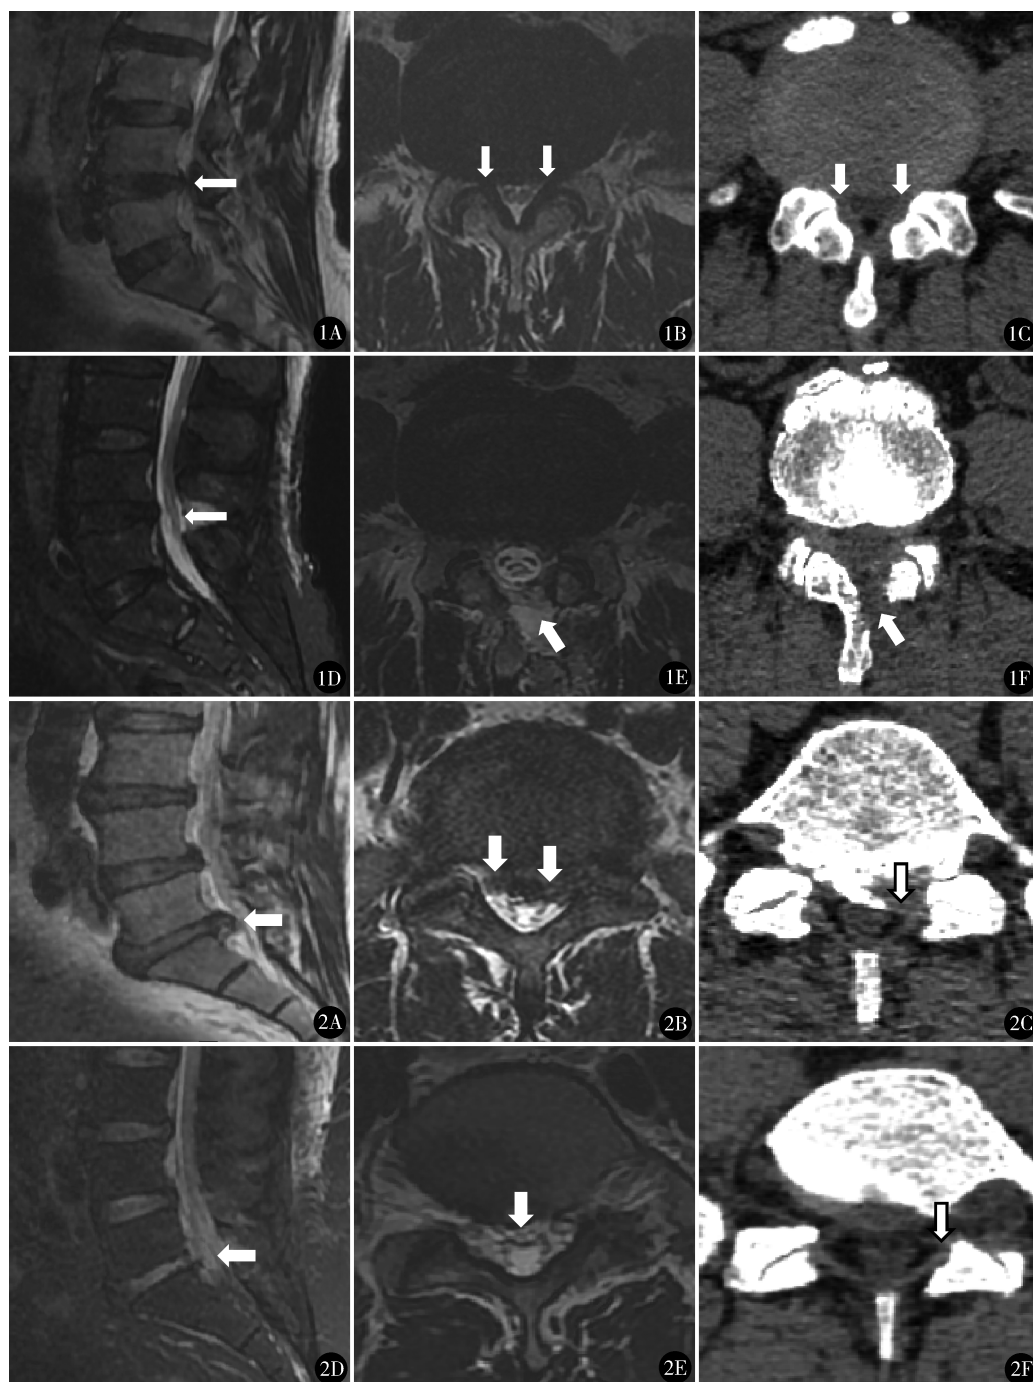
男, 61 岁,  $L_{4/5}$  椎管狭窄, 行单侧双通道内镜下椎管减压术 (UBE): A、B. 术前腰椎 MR (矢状位及轴位) 示  $L_{4/5}$  椎间盘向后突出压迫硬膜囊及双侧神经根; C. 术前腰椎 CT (轴位) 示突出椎间盘无明显钙化; D、E. 术后 1 个月复查腰椎 MR (矢状位及轴位) 示椎管无明显狭窄, 硬膜囊面积较术前明显增加; F. 术后 1 个月复查腰椎 CT 示部分椎板缺失, 关节突关节保留完整 图 2 男, 54 岁,  $L_5/S_1$  腰椎管狭窄, 行经皮椎间孔镜椎管减压术 (PTED): A、B. 术前腰椎 MR (矢状位及轴位) 示  $L_5/S_1$  椎间盘及髓核组织向后脱出压迫硬膜囊及双侧神经根; C. 术前腰椎 CT (轴位) 示突出椎间盘部分钙化; D、E. 术后 1 个月复查腰椎 MR (矢状位及轴位) 示椎管获得良好减压, 硬膜囊及神经根无明显受压; F. 术后 1 个月复查腰椎 CT 示椎管无明显狭窄, 少量关节突关节缺失
